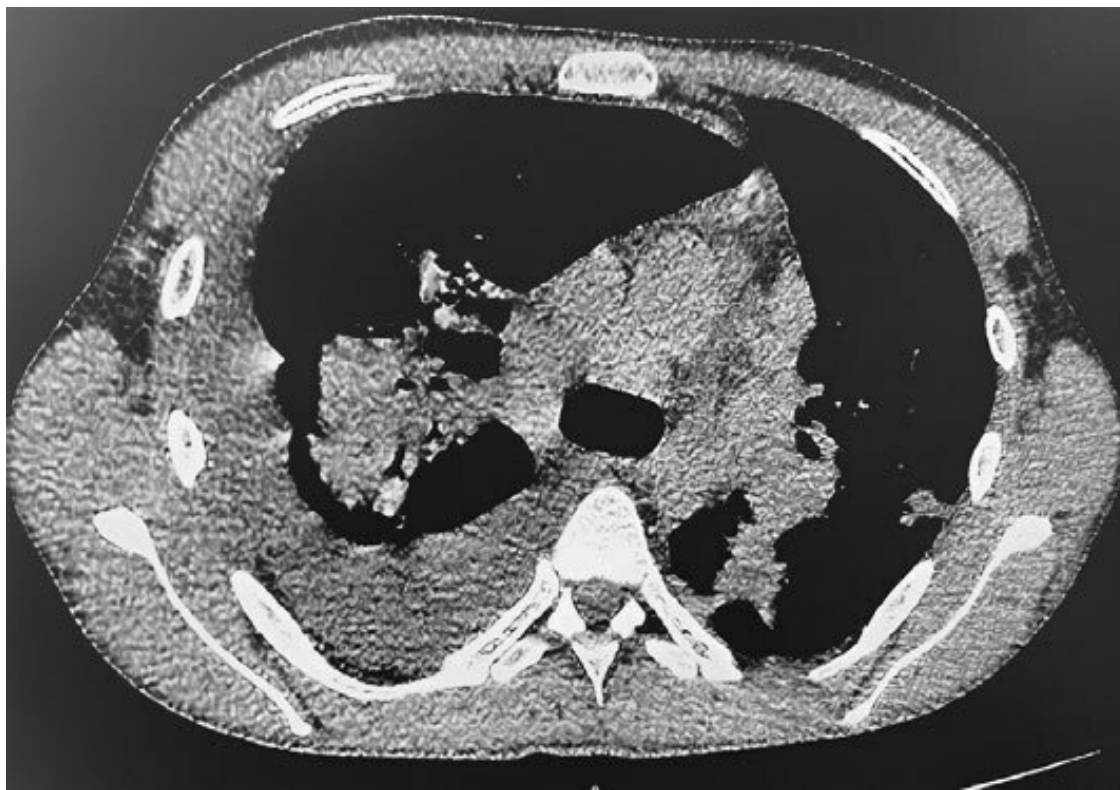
КТ ОГП с внутривенным болюсным контрастированием от 01.06.2022 г.
